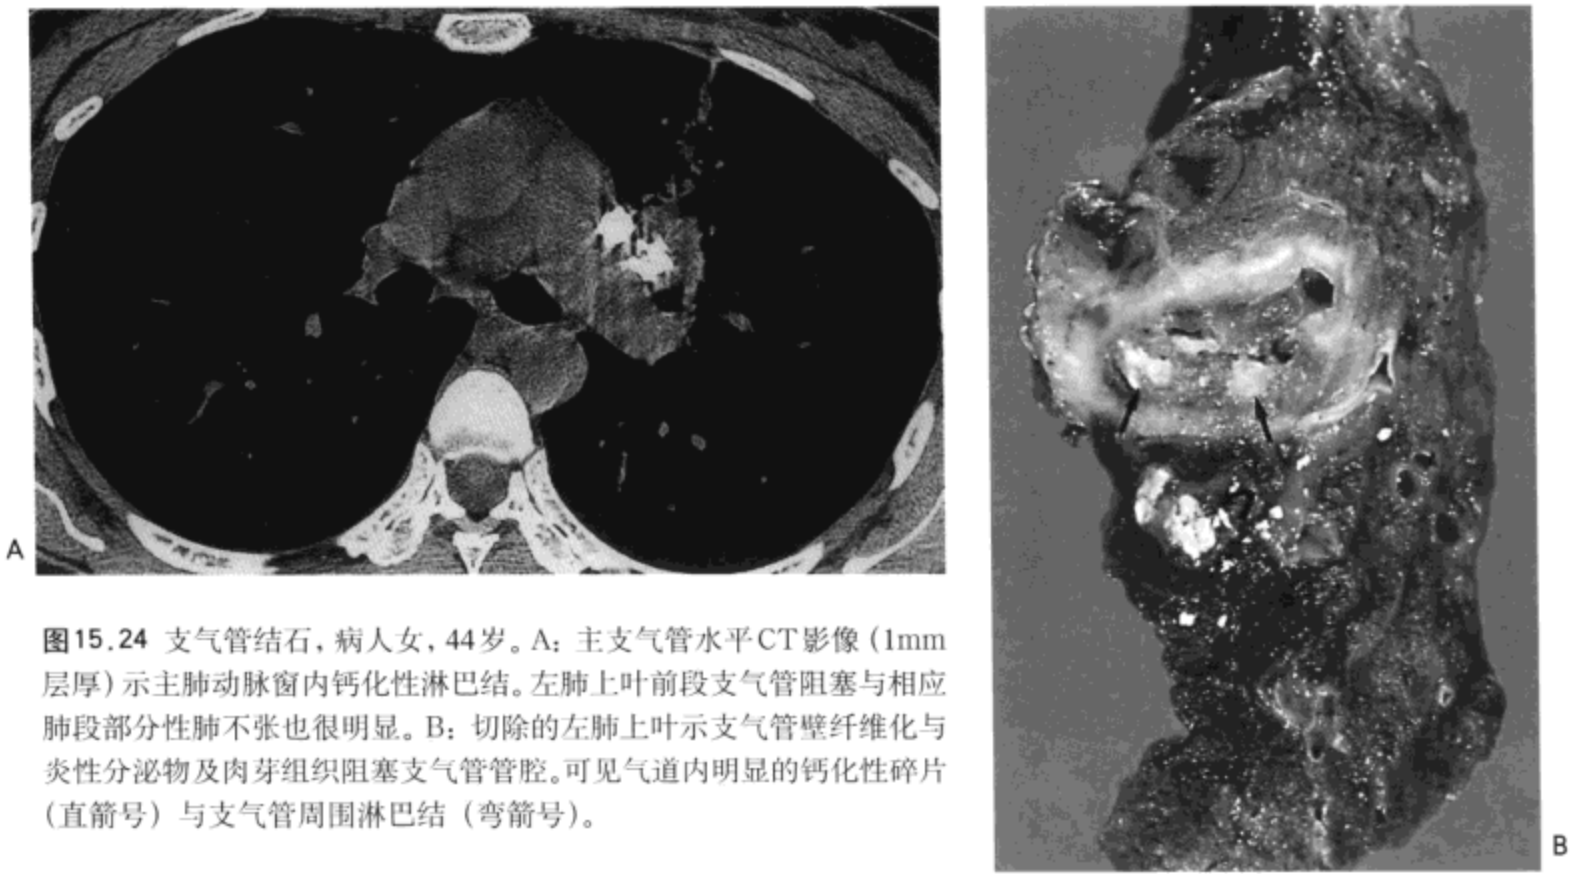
支气管结石, 病人女, 44岁。A: 主支气管水平CT影像(1mm层厚)示主肺动脉窗内钙化性淋巴结。左肺上叶前段支气管阻塞与相应肺段部分性肺不张也很明显。B: 切除的左肺上叶示支气管壁纤维化与炎性分泌物及肉芽组织阻塞支气管管腔。可见气道内明显的钙化性碎片(直箭号)与支气管周围淋巴结(弯箭号)。
